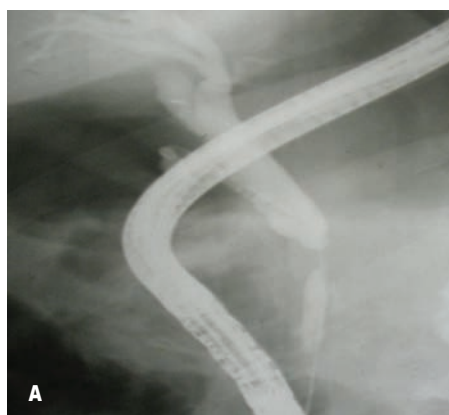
Эндоскопическое чреспухоловое стентирование: а) ЭРХПГ б) дуоденоскопия в) МРТ
